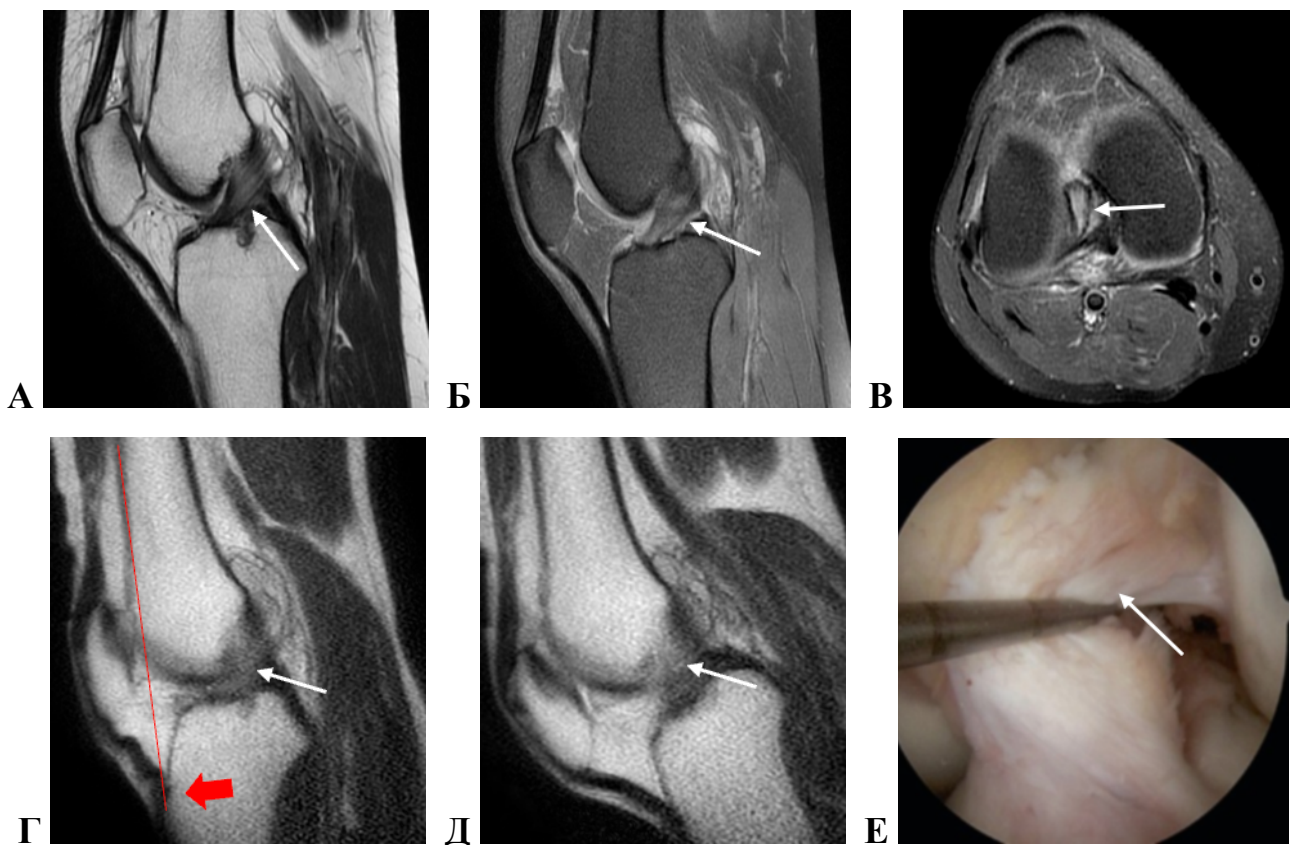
Пациентка К., 33 года. Диагноз: подозрение на разрыв ПКС. МРТ (А, Б, В), фМРТ (Г, Д) и артроскопия (Е). Стрелками показана ПКС. На МРТ в сагиттальной плоскости в режимах T2 (А) и PD FS (Б) и аксиальной плоскости в режиме PD FS (В) ПКС отечна, утолщена, гиперинтенсивна, натяжение ее снижено – изменения расценены как частичный (интерстициальный) разрыв. На фМРТ в положении разгибания (Г) и сгибания на 50° (Д) ПКС четко не прослеживается на всем протяжении, выражено разволокнена, при возврате коленного сустава в положение разгибания отмечается переднее смещение большеберцовой кости – признаки полного разрыва ПКС на фМРТ. Артроскопическая фотография подтверждает полный субсиновиальный разрыв ПКС у пациентки (Е)
